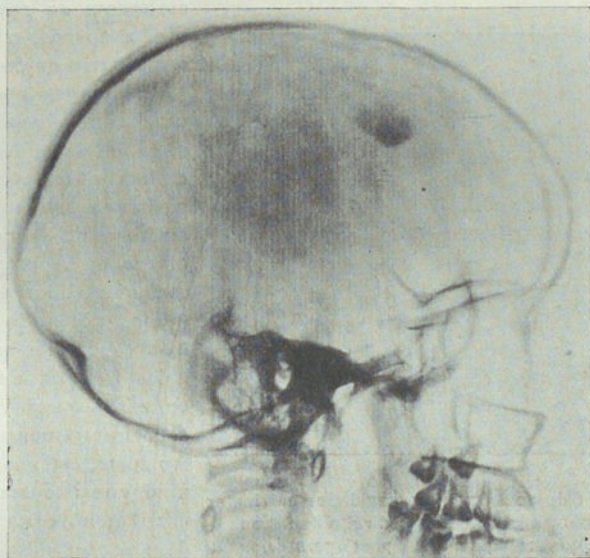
Imagem em radiografia transversal do nódulo calcificado
